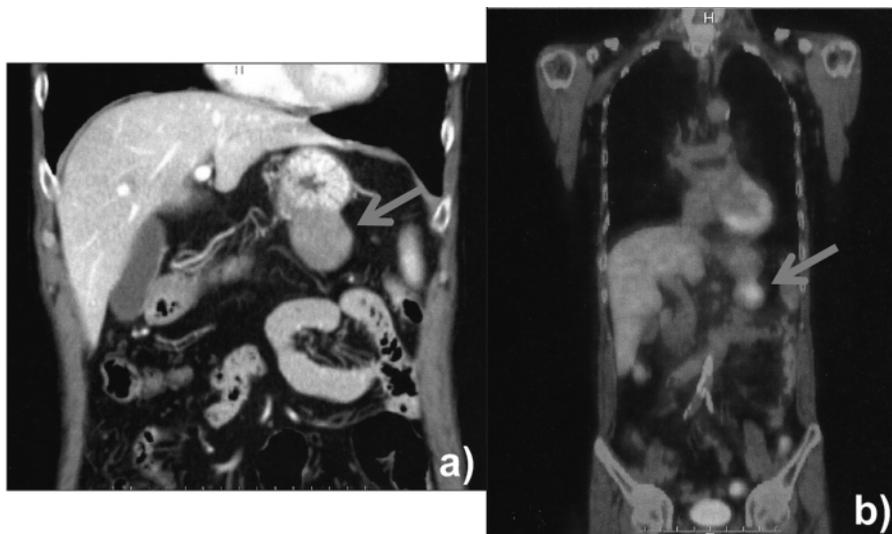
腹部 CT 所見 (a)：腫瘍は胃壁と連続する境界明瞭な円形の腫瘤を認め、内部に軽度の造影効果を伴っていた。周囲リンパ節に明らかな腫大したものはなかった。PET-CT 所見 (b)：MaxSUV=4.28 の異常集積を伴う腫瘍を CT と同部位に認めた。
